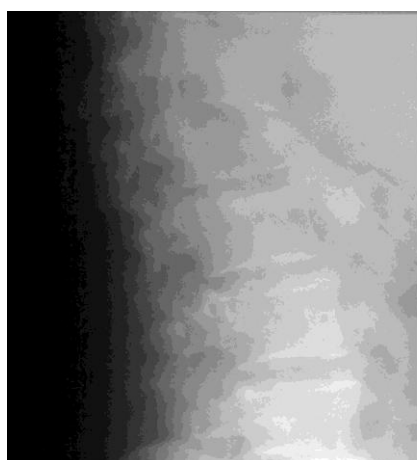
На рентгенограмме грудного и поясничного отделов позвоночника в боковой проекции определяется клиновидная деформация L1, посттравматическая кифотическая деформация переходного отдела позвоночника
